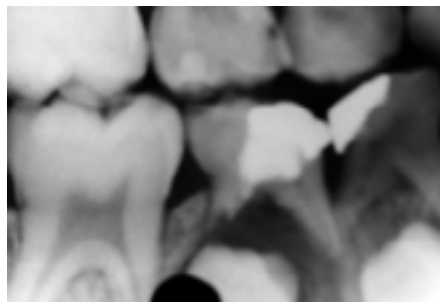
Imagem radiolúcida na região periapical do dente 85.
